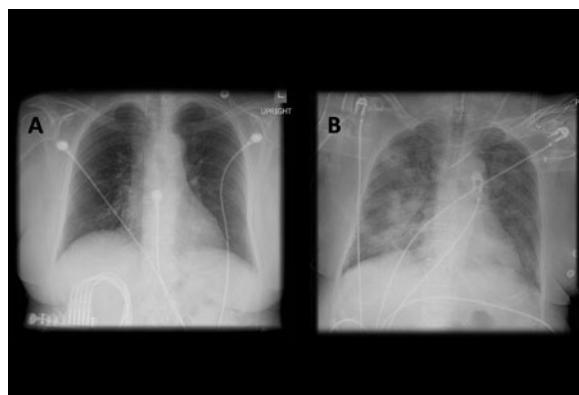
Radiografia torácica portátil com opacidades bibasilares, com quadro pior no lado direito que no esquerdo, em paciente com pneumonia hospitalar
